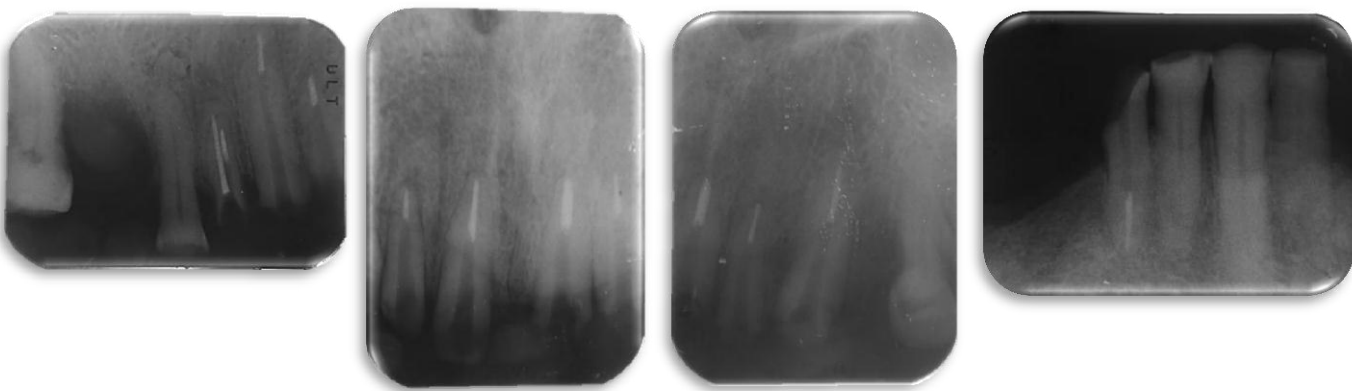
Radiografias periapicales de control de las pzas dentarias preparadas para espigos en la cual se aprecia el limite de seguridad de las obturaciones de endodoncia dejadas(3 a 4 mm)
